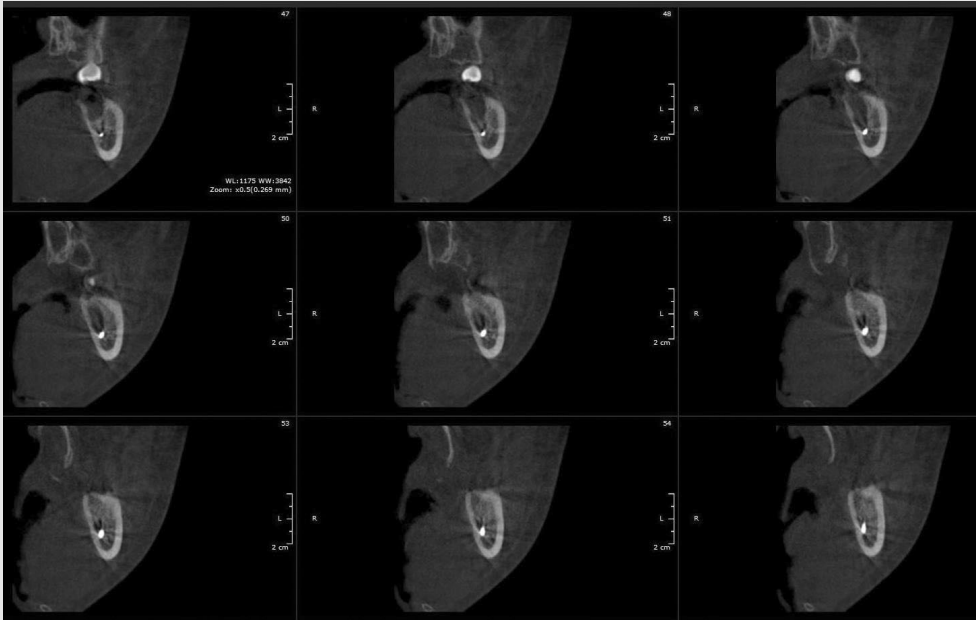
Cone-beam CT of the patient.
